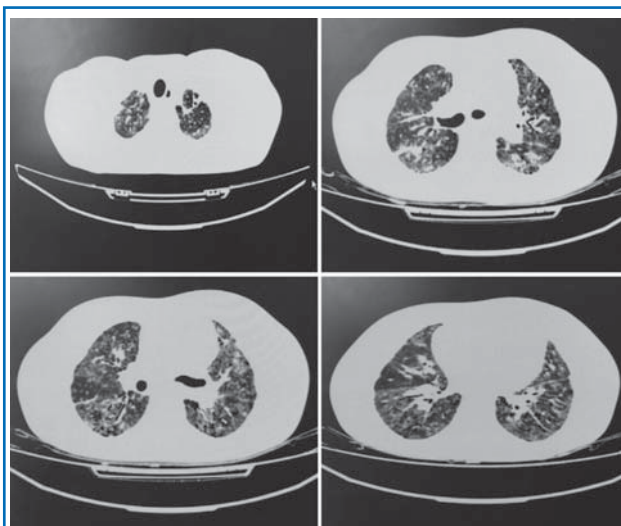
КТ органов грудной клетки пациента О., 17 лет: диффузный фиброз легочной ткани на уровне верхних, средних и базальных отделов легких.
